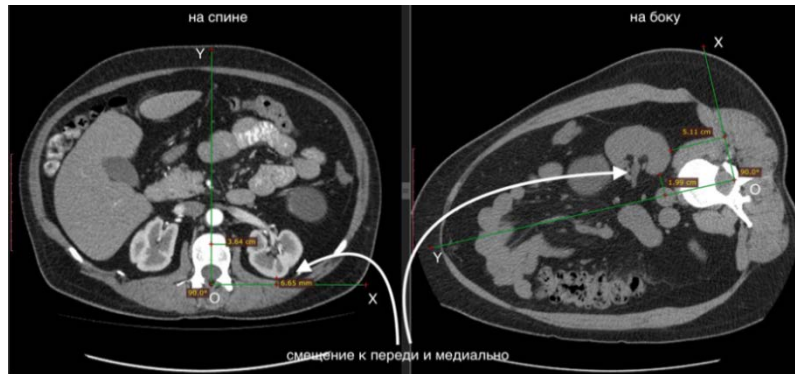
Топографические оси ОХ и ОУ при анализе снимков МСКТ пациентов с объемными образованиями почек (смещение левой почки кпереди и медиально)
